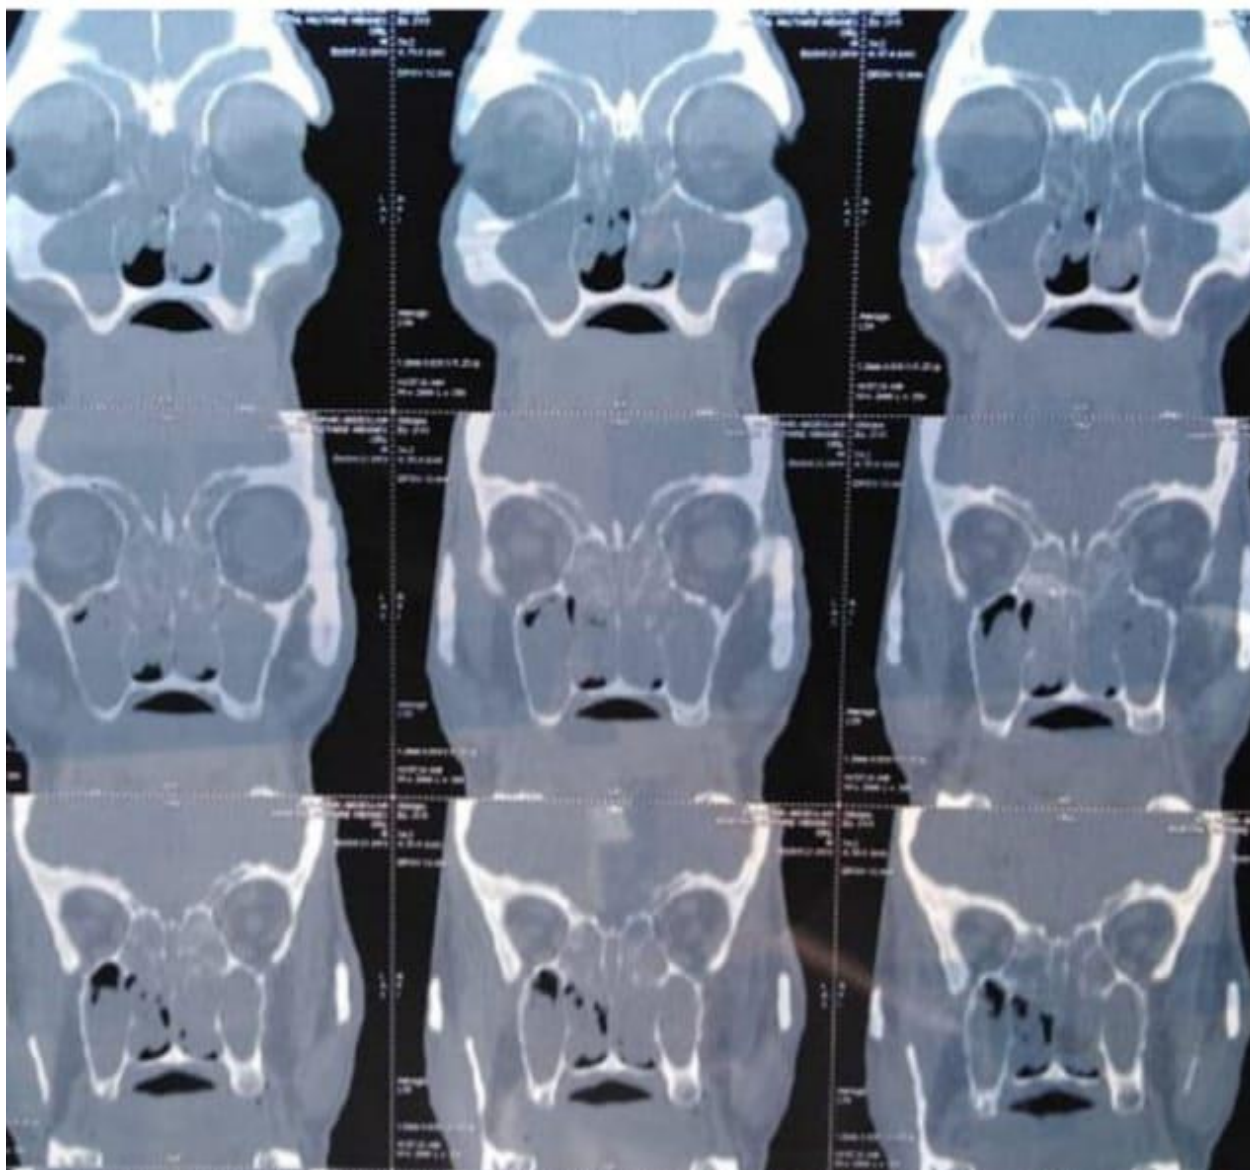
TDM des sinus en coupe coronale montrant un polype comblant une grande partie du sinus maxillaire. Iconographie Service d'ORL HMMI
